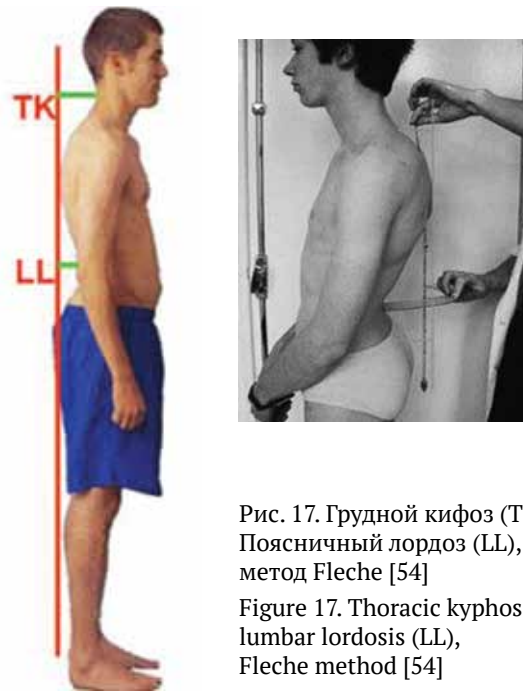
Грудной кифоз (TK), Поясничный лордоз (LL), метод Fleche [54]
